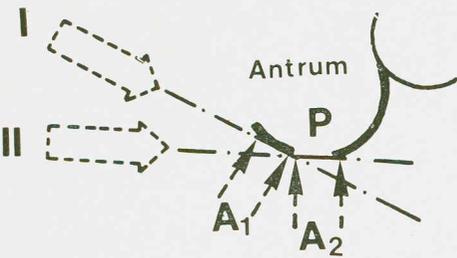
Röntgenaufnahmen im Bereich des Recessus alveolaris des Sinus maxillaris bei Mund-Antrum-Verbindung. Im Strahlengang I (Zahnfilm) kommt der latero-basale Anteil des Antrums als Verdichtungsline zur Darstellung. Die Perforation kann nicht erkannt werden. Im Strahlengang II (Panoramaschichtaufnahmen) wird eine basal gelegene Perforation im Röntgenbild sichtbar durch Unterbrechung der Verdichtungsline (in Anlehnung an Mathis-Hielscher).
